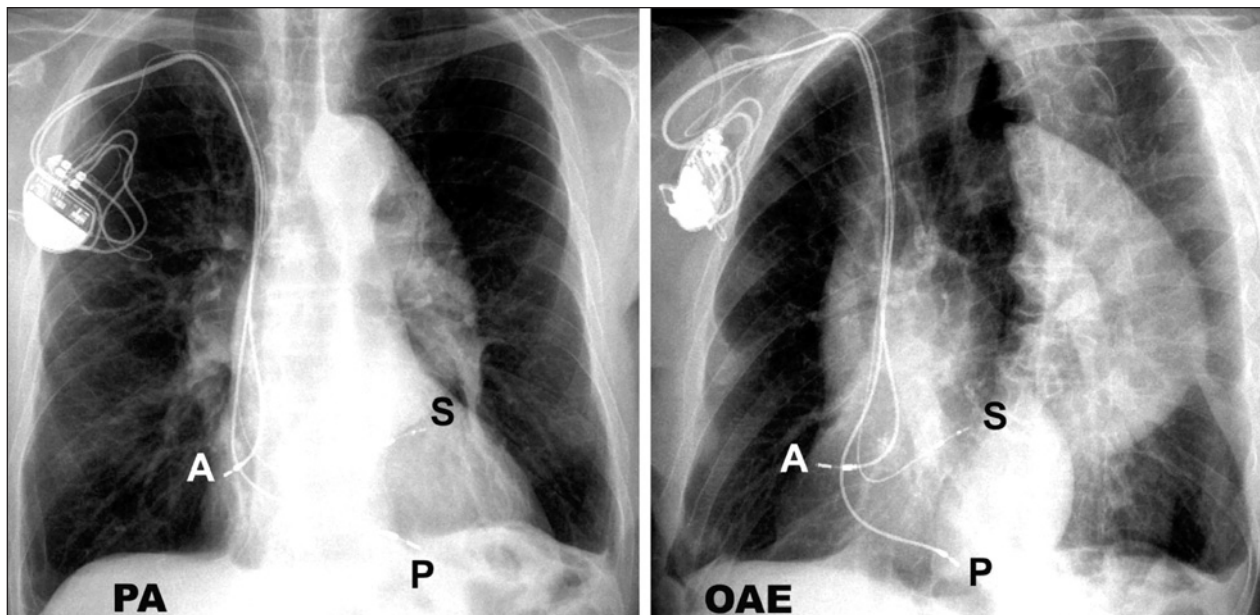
Radiografia de tórax em PA e OAE, demonstrando a posição final dos eletrodos implantados na ponta do VD (P) e na região septal (S). Na posição OAE, verifica-se que o eletrodo septal está totalmente direcionado para a coluna, numa direção oposta à parede livre do VD. Esse critério anômico é fundamental nesse tipo de implante. O eletrodo utilizado, de 5F, apresenta visualização radiológica reduzida em razão do seu fino calibre.
